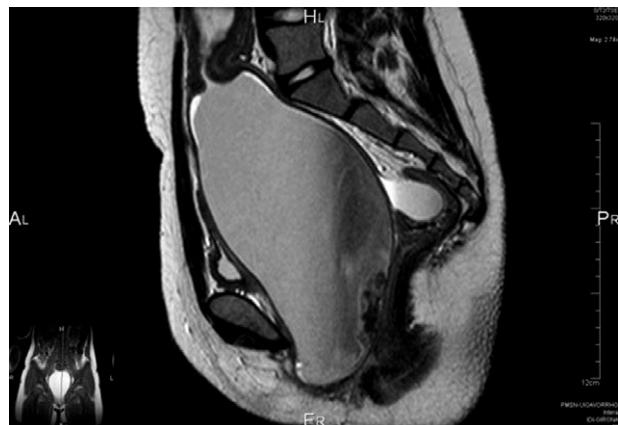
RM. Corte sagital en secuencia potenciada en T2.
